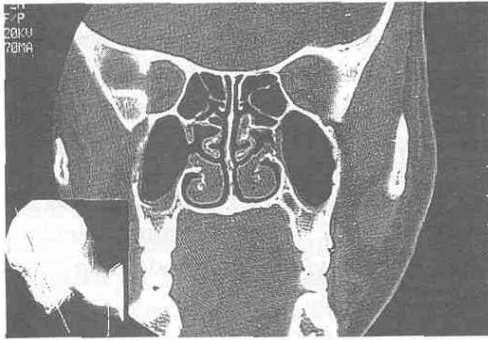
SÖ 30 yaşında erkek hasta (Preoperatif CT) Sol da bulloz konka bullosa, Bilateral pömatize uncinat process ve Sağda maksiller mukozal retansiyon kisti
